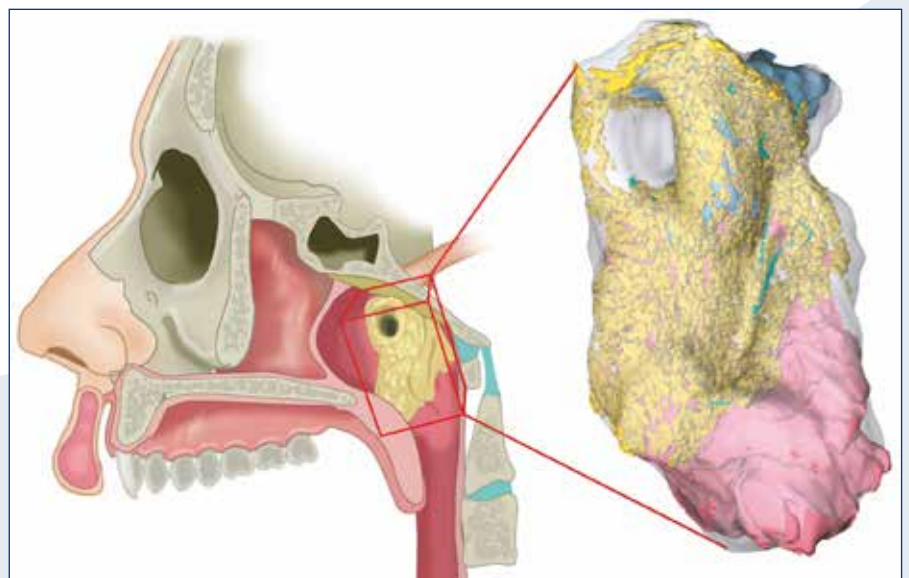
Blanco PET/CT (A); PSMA PET/CT (B); Artist impression glandulae tubarialis (C).
